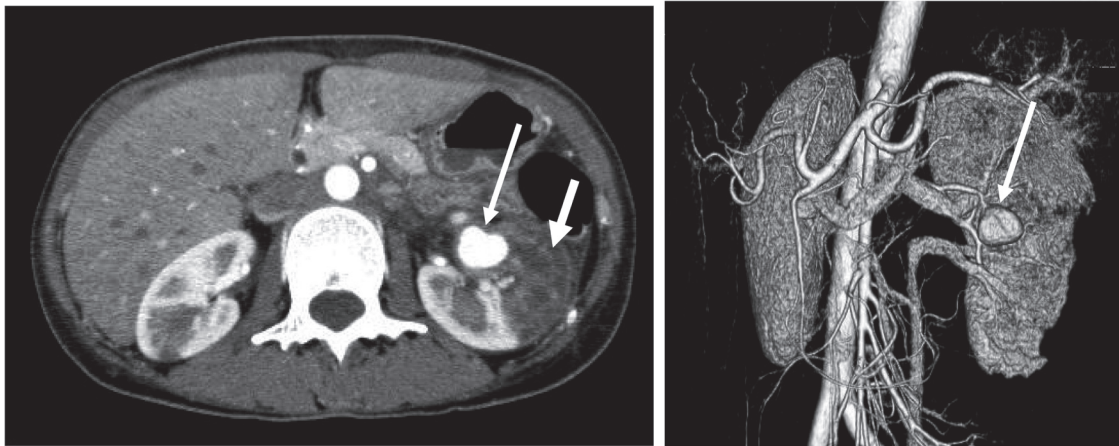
入院 24 日目腹部造影 CT 冠状断像 (左) および 3D 像 (右).
